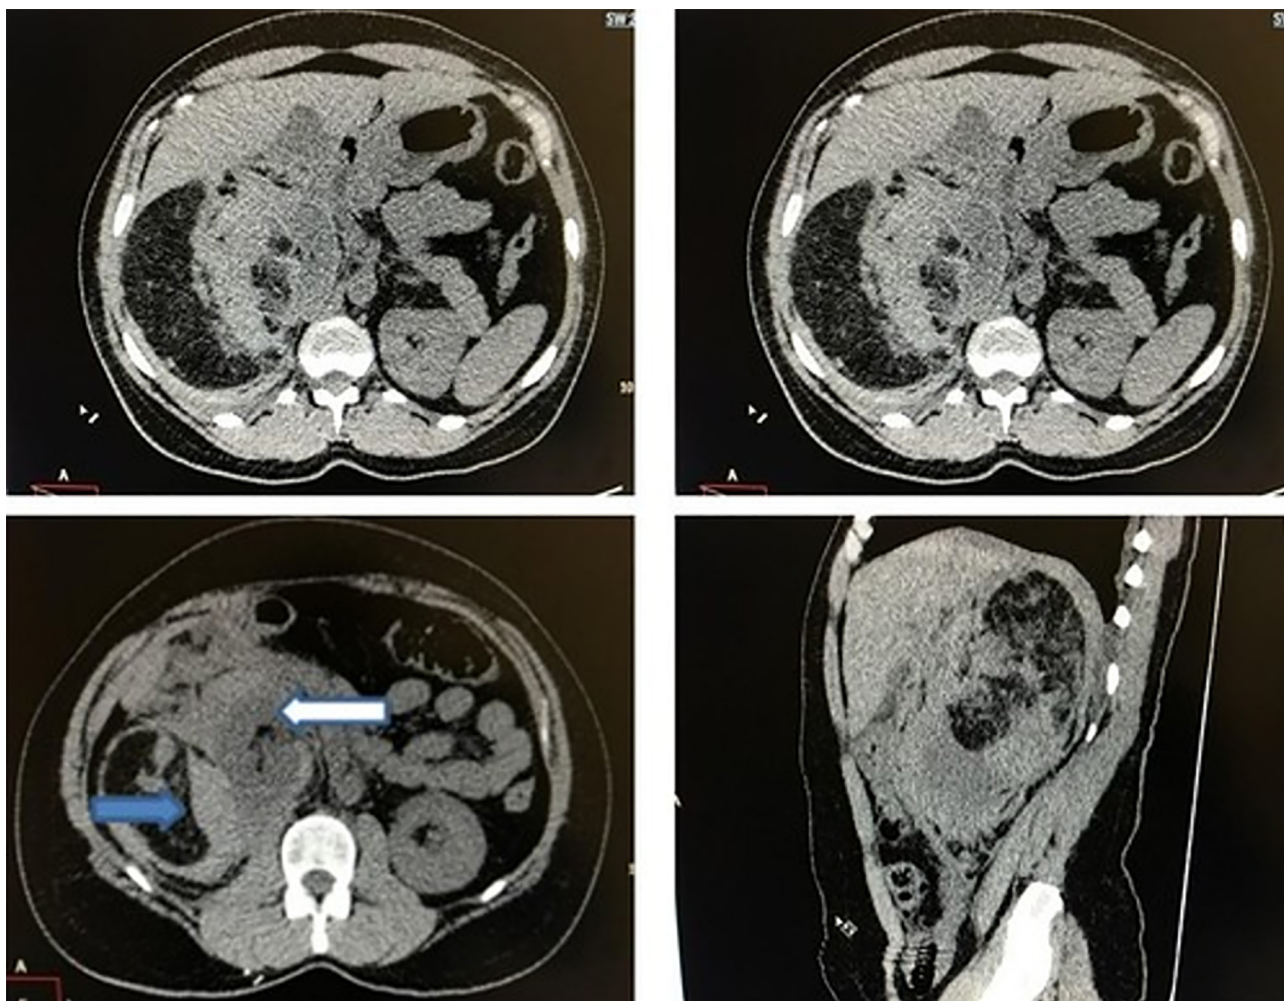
Tomografia computadorizado multislice sem contraste cortes axiais e sagital: Massa heterogênea apresentando componente predominante de gordura, e outro em menor proporção de partes moles, em situação retroperitoneal deslocando o rim direito medial e anteriormente (seta branca). Seta azul indica coleção pouco hiperdensa perirrenal, compatível com hematoma.
